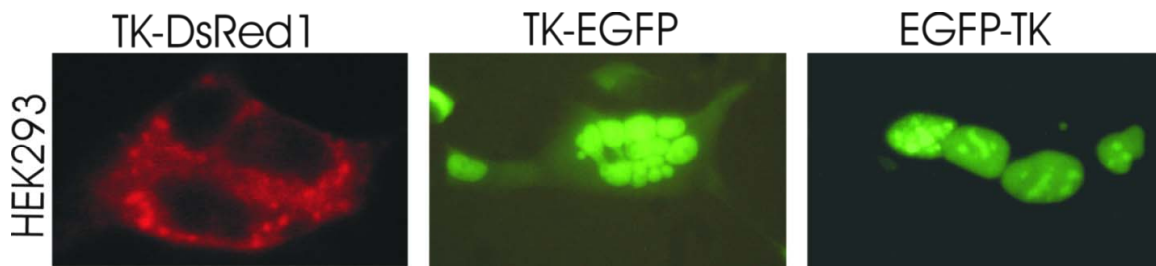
Expression von TK-DsRed1, TK-EGFP und EGFP-TK in HEK293 Zellen. TK-EGFP und EGFP-TK sind nukleär lokalisiert, während TK-DsRed1 in polymorphen Aggregaten im Zytosol unter Aussparung des Zellkerns zu finden ist. Die homogenen intranukleären Signalanreicherungen bei EGFP-TK entsprechen „nuclear bodies“ wie sie auch auftreten, wenn unfusioniertes EGFP mit einer nukleären Lokalisierungssequenz versehen wird. (Publikation 1)
